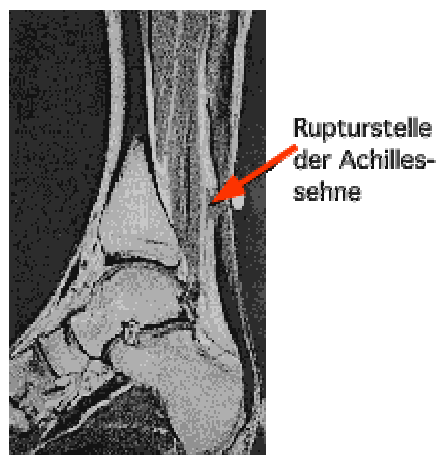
Achillessehnenruptur (CT)
